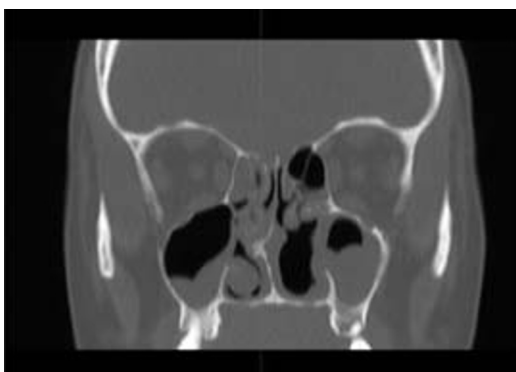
TC nasossinusal
